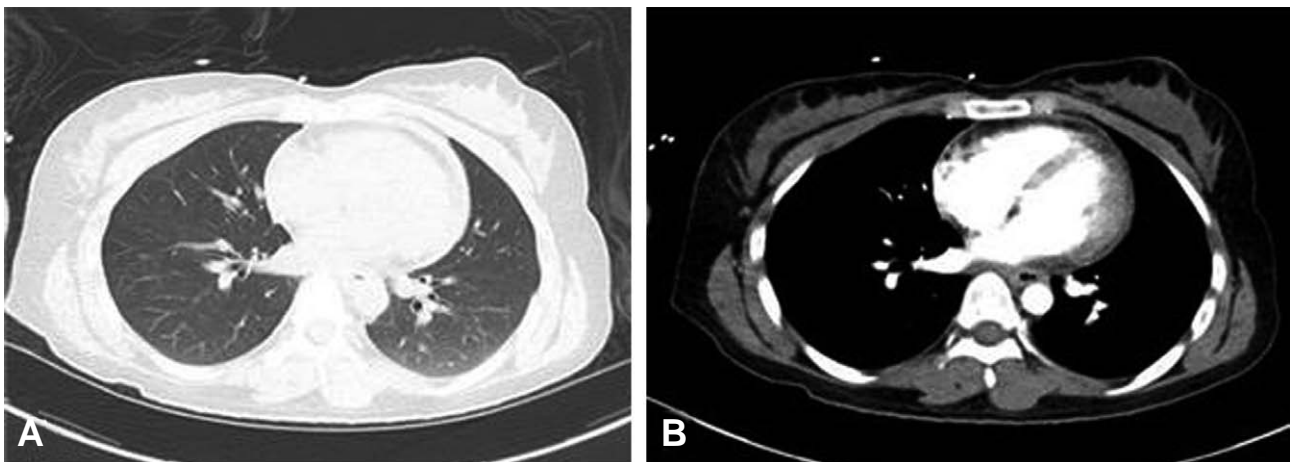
Initial chest computed tomographic scan (A) no active lesion on lung parenchyma (B) no visualized pericardial effusion.
